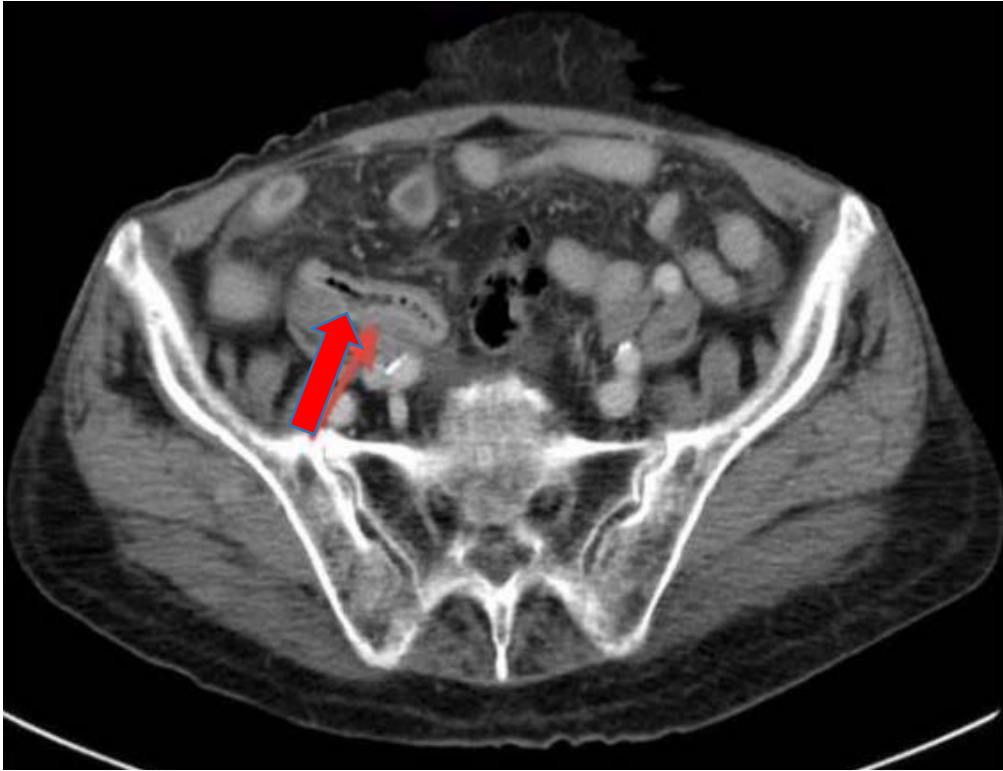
КТ-картина острого аппендицита.
